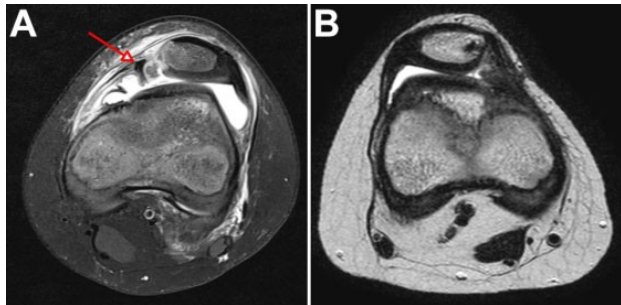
(A) Preoperative knee magnetic resonance imaging (MRI) from an 11-year-old boy with an osteochondral tear of the medial patellofemoral ligament after lateral patellar dislocation (arrow). (B) postoperative MRI after refixation with 2.4-mm absorbable magnesium screws.
